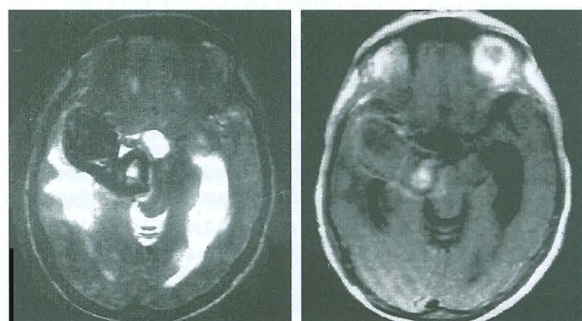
Ressonância magnética demonstrando lesão temporopolar à direita, com importante efeito de massa sobre o tronco cerebral.
